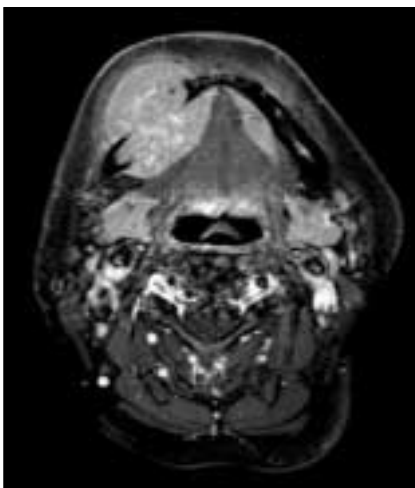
Preoperative CT. CT shows mass at right mandible with invasion to left sublingual space, mylohyoid muscle and right mandibular buccal space. (CT: computed tomography)
